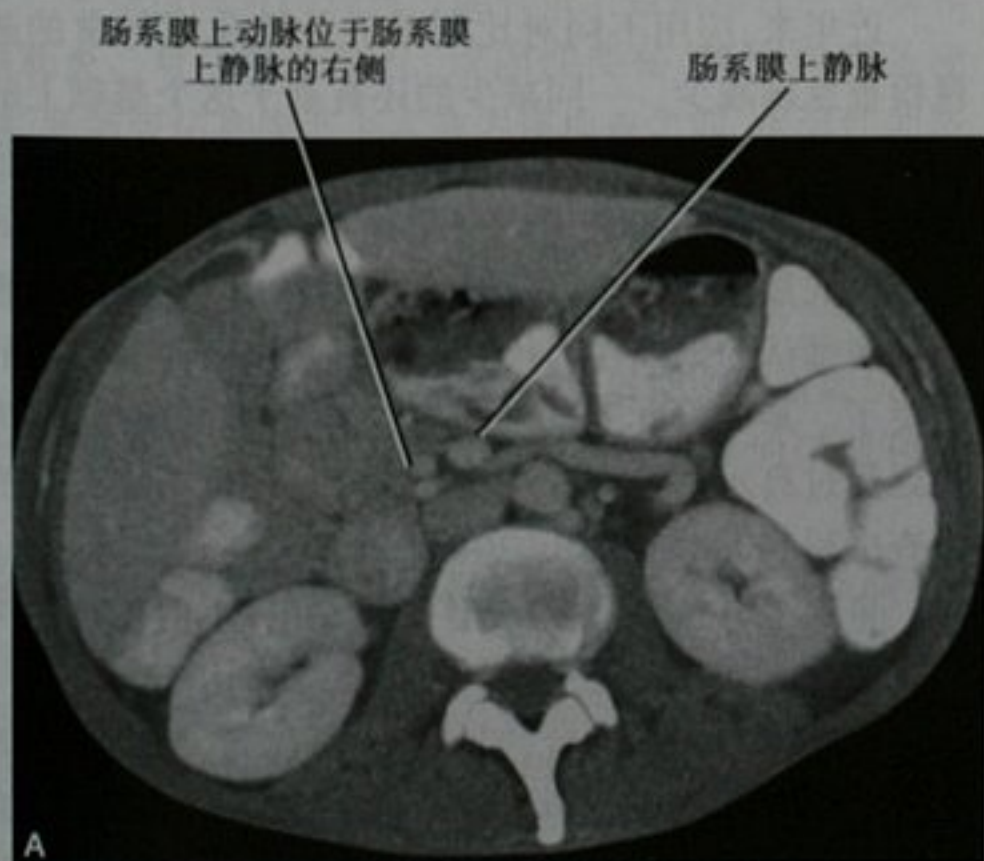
肠管未旋转的 CT。A. 中腹部增强 CT 横断面显示肠系膜上动脉和肠系膜上静脉正常位置的颠倒;B. 同一检查,冠状位重建显示结肠和小肠的分布异常
